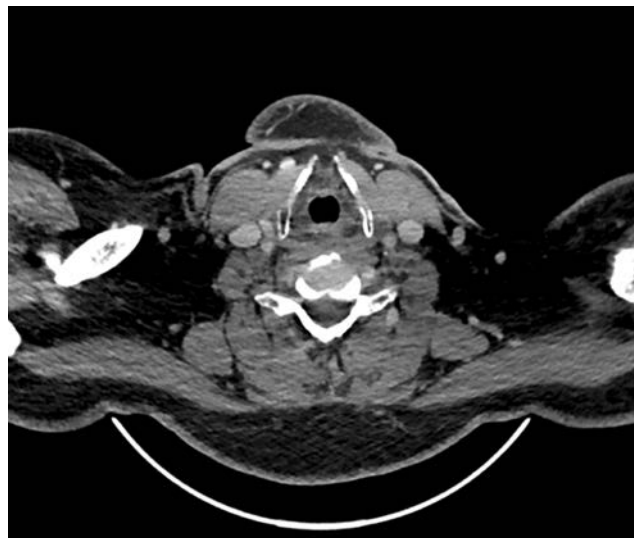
Corte transversal de TC de cuello: visualización del conducto tirogloso en la línea media, anterior a la tráquea.
